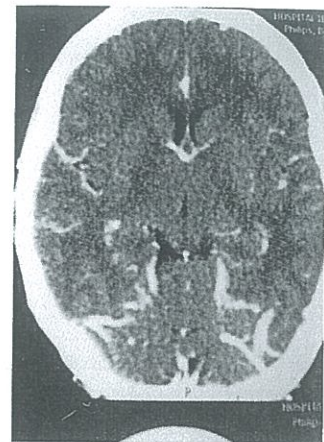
TAC contrasta de encéfalo sin lesiones (Hospital Regional de Loja)
